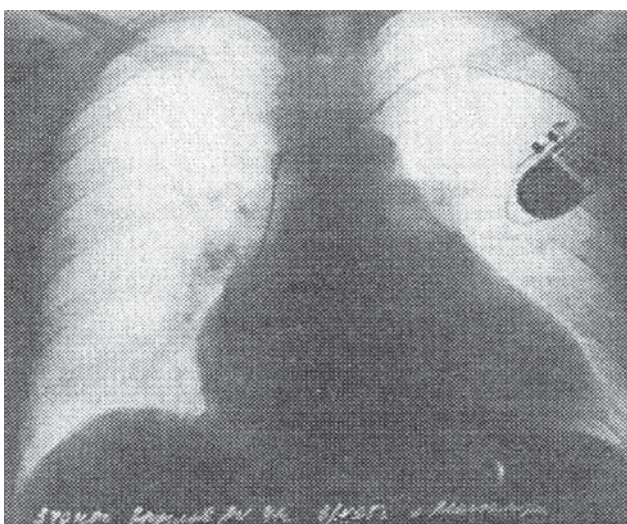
Рентгенограмма пациента К. после лечения. По сравнению с рис. 1 наблюдается положительная динамика, затемнение в нижних отделах правого легкого практически регрессировало
